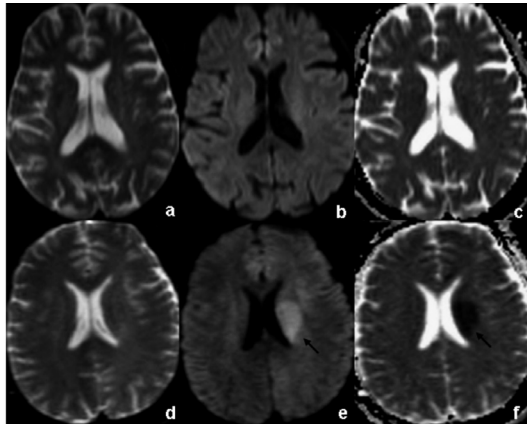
新鲜梗死核心的评价，a-c为正常脑组织；d-e显示左侧室旁新鲜梗死灶，DWI(b=0, d图，相当于T2WI)正常，DWI(b=1000, e图)呈高信号影，ADC(f)为低信号影。
